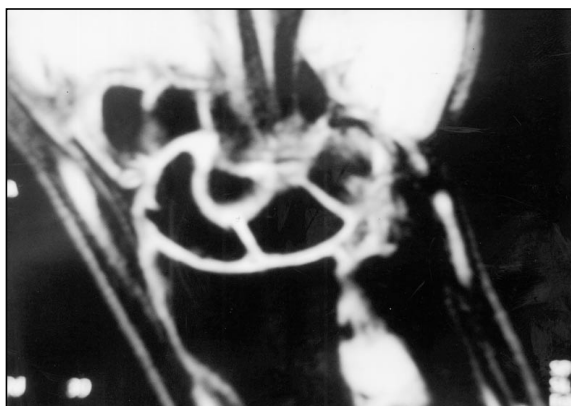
Caso 2 C. RMN postquirúrgica en T1 con supresión grasa.
